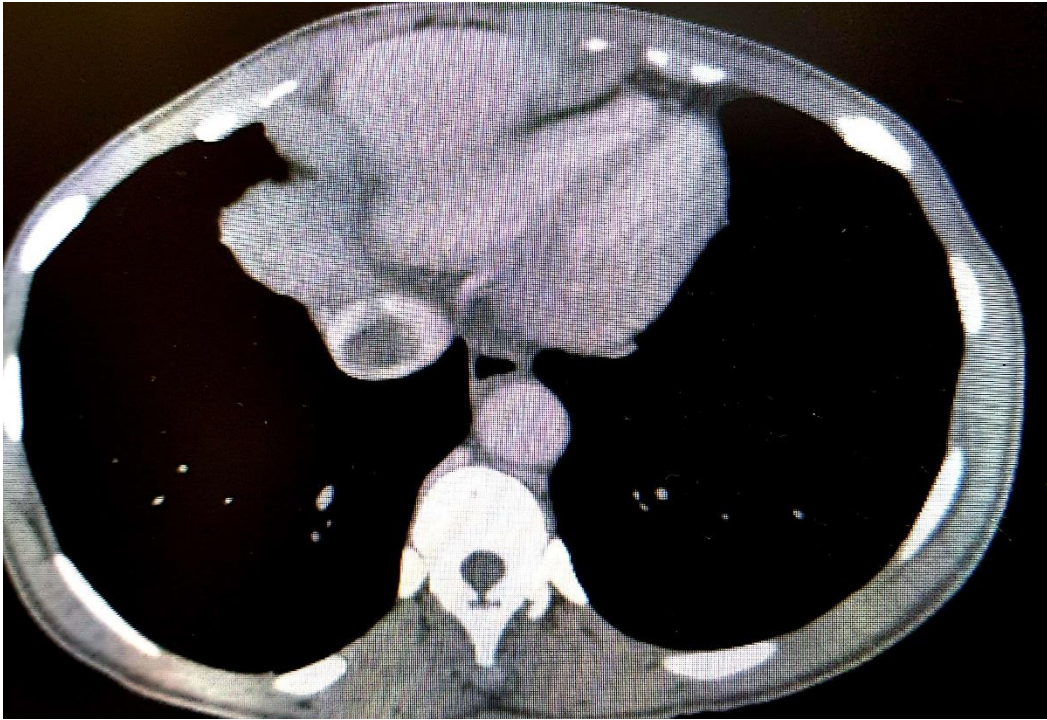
Chest tomography showing thrombus in the vena cava
